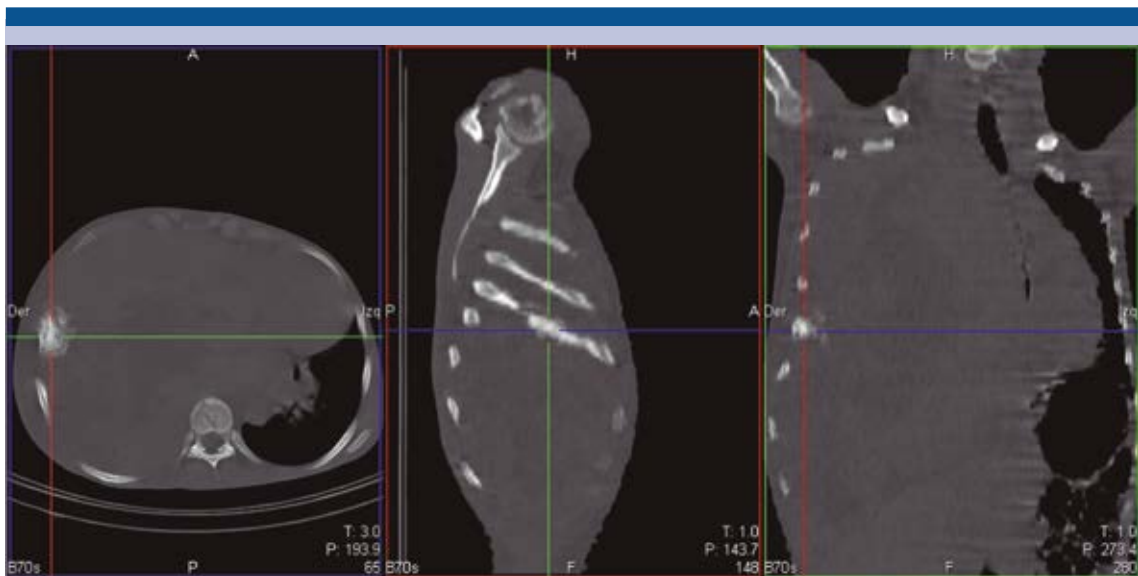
Reconstrucción de tomografía contrastada en proyección coronal: desplazamiento de las estructuras mediastinales contralateralmente; heterogeneidad de densidades dentro de la lesión y desplazamiento de estructuras abdominales.
